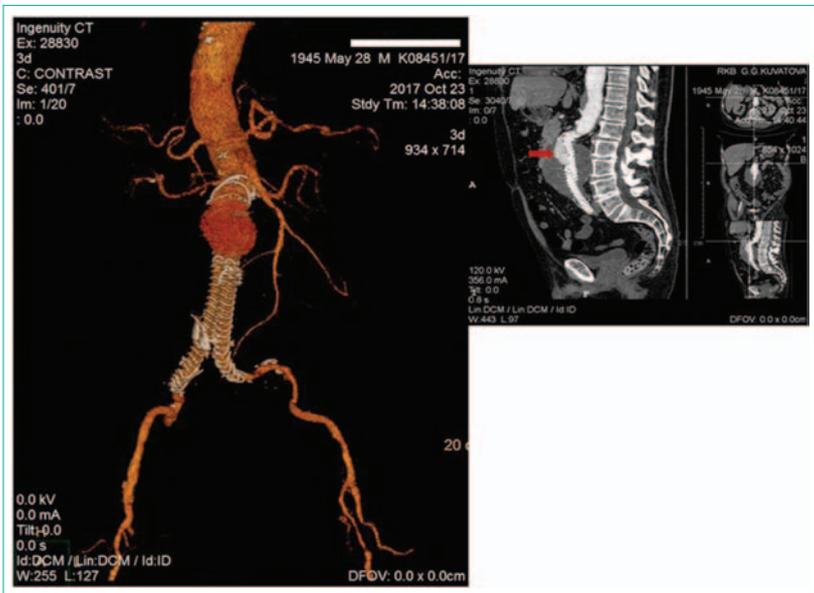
Данные КТ-контроля после эндопротезирования аневризмы аорты
